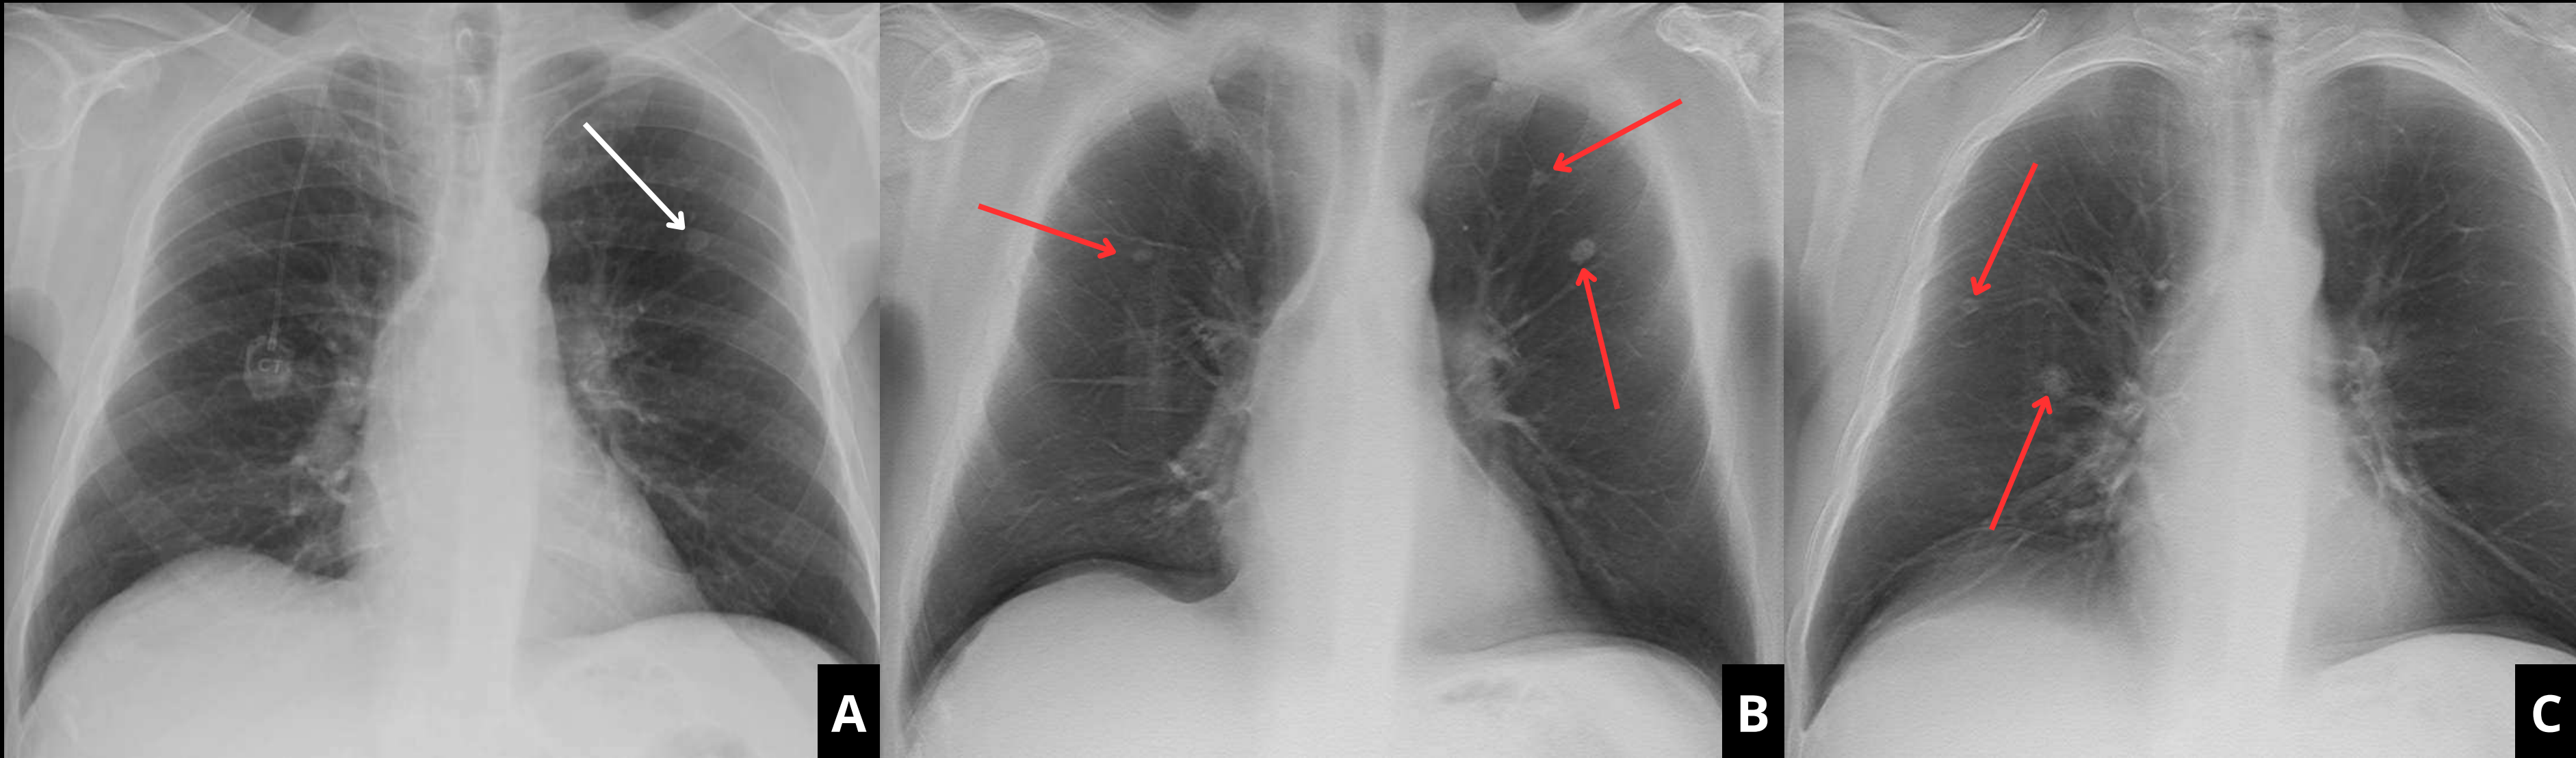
Radiografía de tórax PA (A) de un paciente en la que se observa una imagen nodular en el campo superior izquierdo (flecha blanca). En la tomosíntesis (B y C) realizada se identifican múltiples nódulos sólidos pulmonares bilaterales (flechas rojas).
